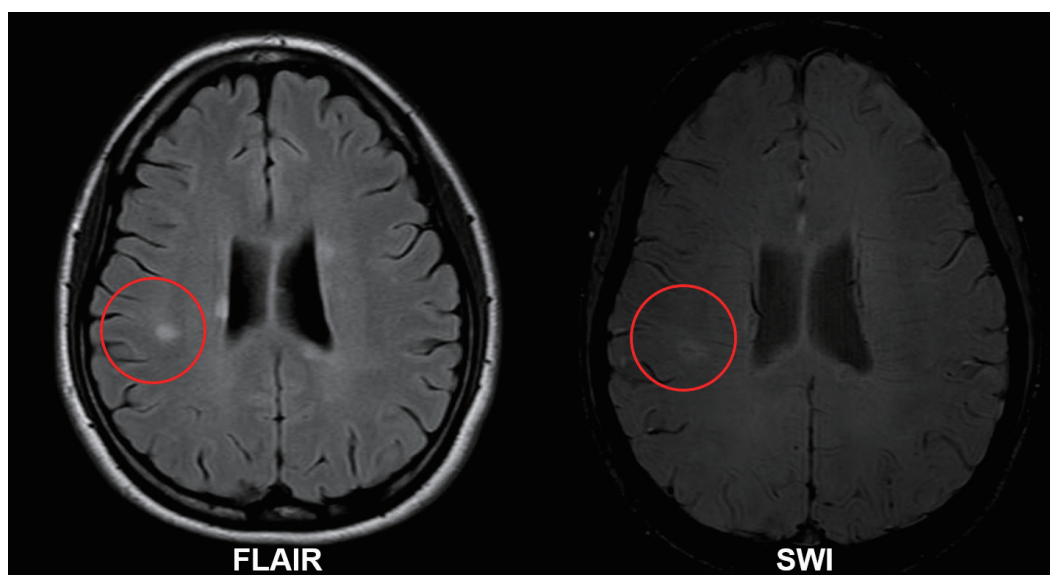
Examples of central vein sign. T2-hyperintense signal in the fluid-attenuated inversion recovery sequence (left image) and a thin, linear-shaped paramagnetic signal that runs centrally through the corresponding T2 lesion (right image) in conventional susceptibility-weighted imaging (courtesy of Professor Su-Hyun Kim). FLAIR, fluid-attenuated inversion recovery; SWI, susceptibility weighted imaging.
